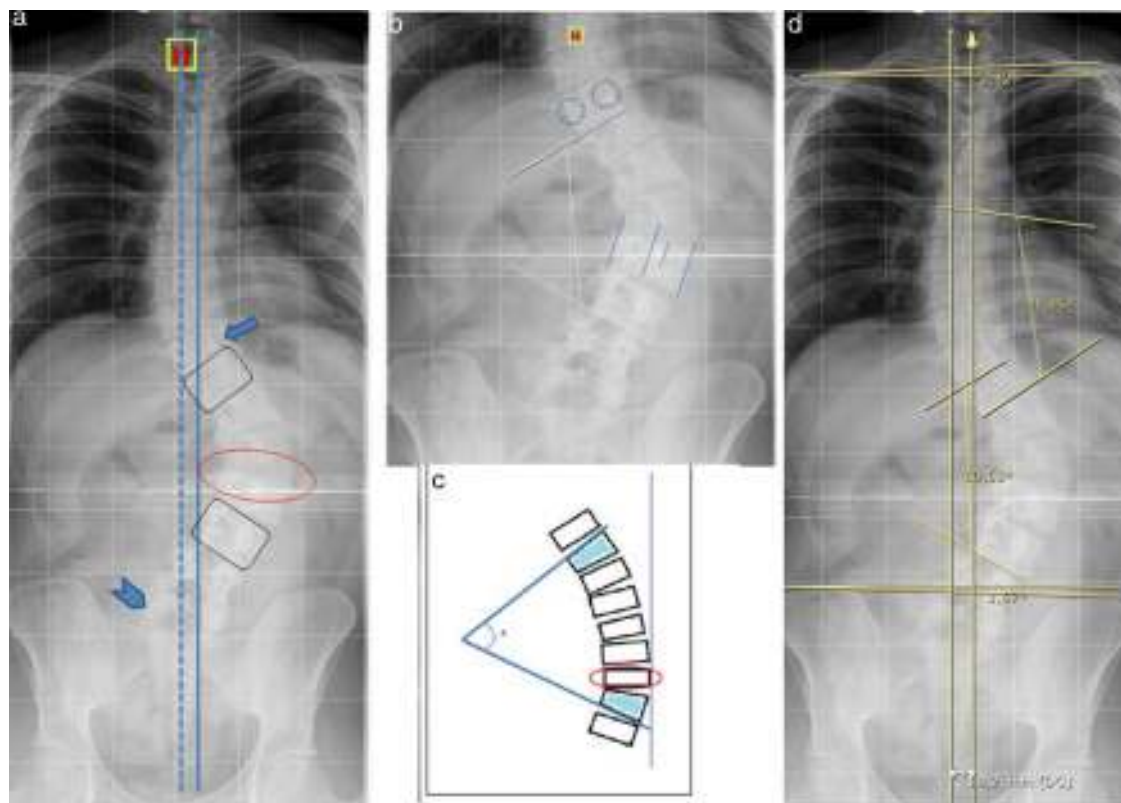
Nomenclatura. a) Radiografía posteroanterior (PA): paciente con doble curva escoliótica, dorsal convexa derecha y lumbar convexa izquierda. La curva lumbar izquierda presenta el ápex en el espacio intervertebral L1-L2 (círculo rojo), vértebra límite superior T11 e inferior L3 (cuadros negros), vértebra neutra T10 (flecha) y vértebra estable L5 (punta de flecha). Línea vertical centro-sacra (línea punteada) y línea vertical o plomada C7 (línea continua). b) Ampliación de la columna lumbar PA de la figura (a): medición del ángulo de Cobb 60° y vértebra neutra T10 que muestra pedículos simétricos (círculos). Rotación de los cuerpos vertebrales grado 3 (clasificación Nash-Moe). Líneas azules en L2. c) Ilustración del ángulo de Cobb. Las líneas azules representan las tangentes del platillo somático superior de la vértebra límite superior y tangente del platillo somático inferior de la vértebra límite inferior que al confluir forman el ángulo de Cobb (A). En círculo rojo vértebra apical de la curva. d) Radiografía PA con mediciones de los ángulos de Cobb de la curva torácica secundaria (41°), curva primaria lumbar (60°), ángulo clavicular (2.4°) y oblicuidad pélvica (1.6°). Balance coronal global neutro (<20 mm). El lector puede ver esta figura a color en la versión electrónica del artículo.
